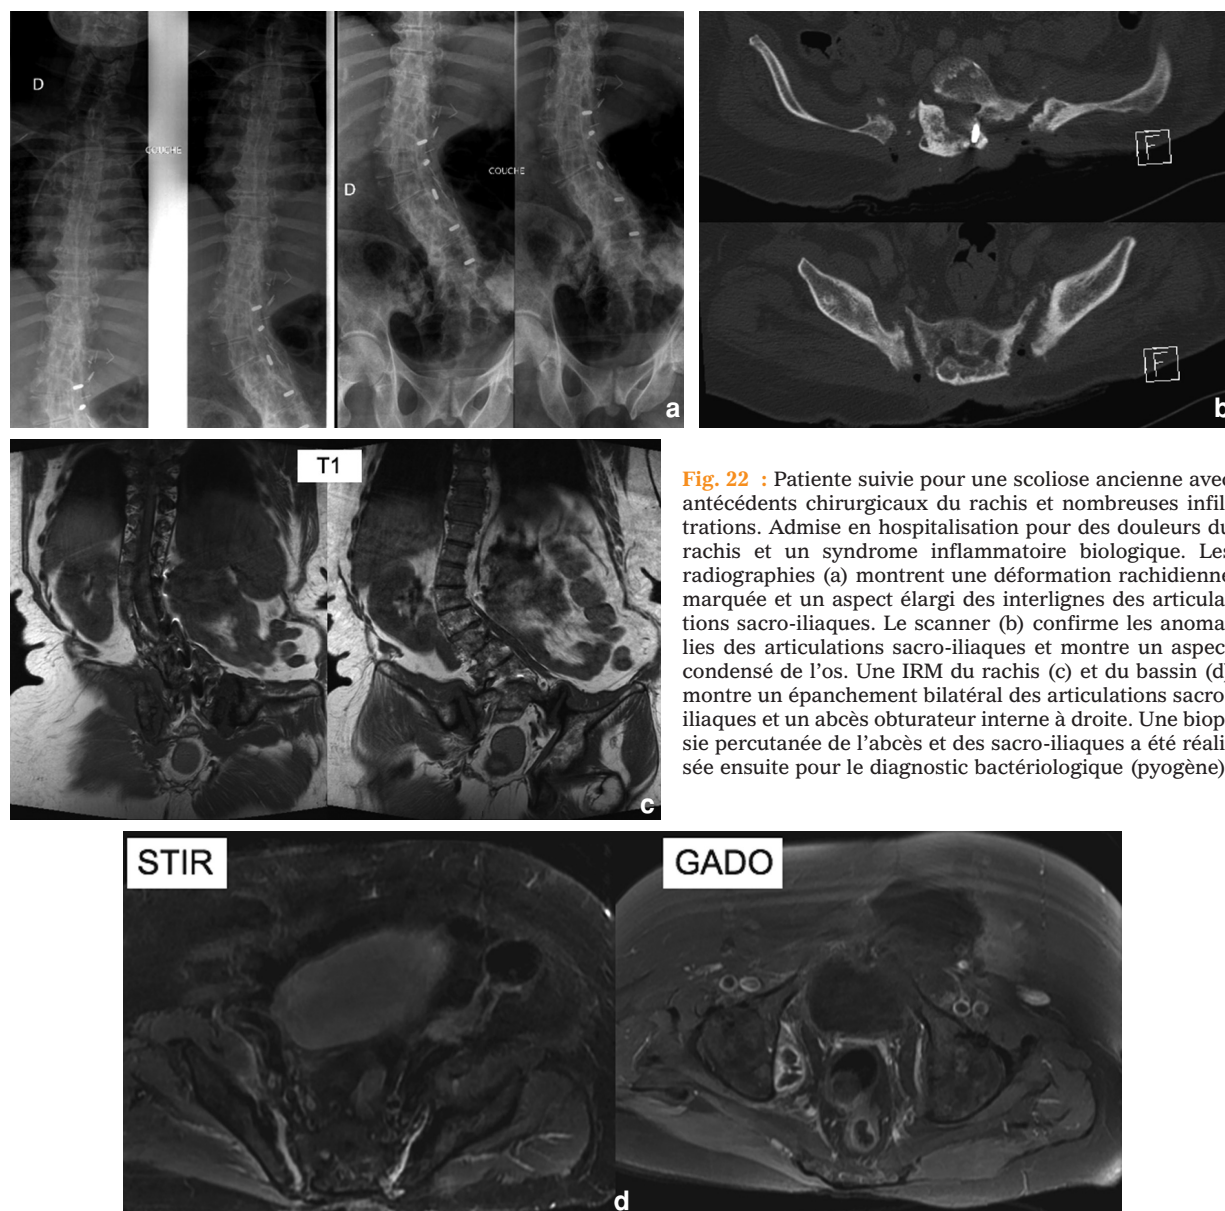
Patiente suivie pour une scoliose ancienne avec antécédents chirurgicaux du rachis et nombreuses infiltrations. Admise en hospitalisation pour des douleurs du rachis et un syndrome inflammatoire biologique. Les radiographies (a) montrent une déformation rachidienne marquée et un aspect élargi des interlignes des articulations sacro-iliaques. Le scanner (b) confirme les anomalies des articulations sacro-iliaques et montre un aspect condensé de l'os. Une IRM du rachis (c) et du bassin (d) montre un épanchement bilatéral des articulations sacro-iliaques et un abcès obturateur interne à droite. Une biopsie percutanée de l'abcès et des sacro-iliaques a été réalisée ensuite pour le diagnostic bactériologique (pyogène).
